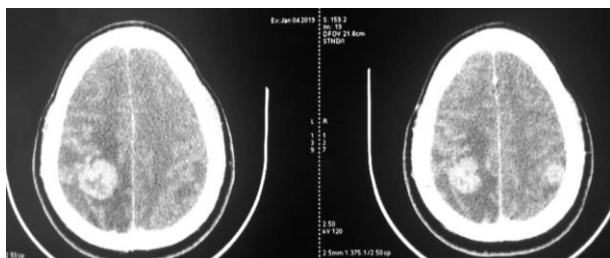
TDM en coupe axiale avec injection de produit de contraste.
